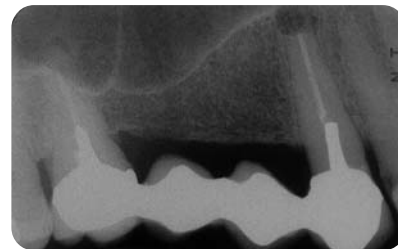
Post OP-Röntgenkontrolle.
